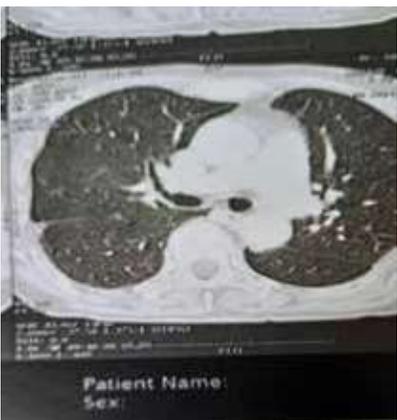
Image d'une coupe scannographique de la TDM de la patiente: 28 septembre 2021
